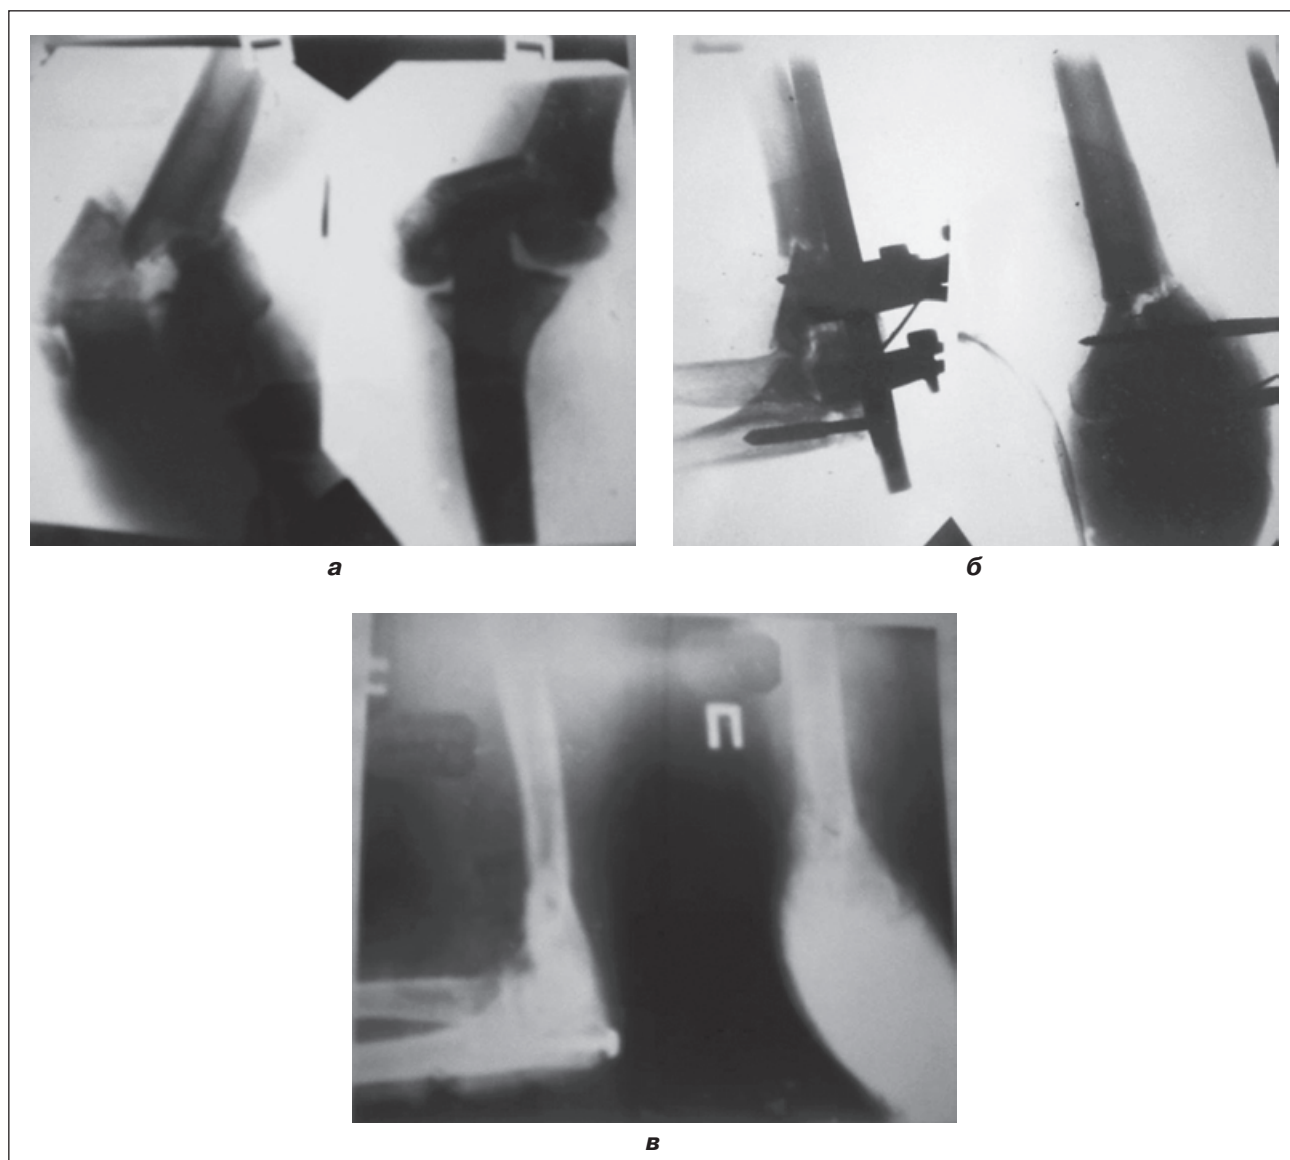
Фотоотпечатки рентгенограмм пациента 3., 48 лет: а — после травмы; б — после операции; в — через 12 недель после операции
